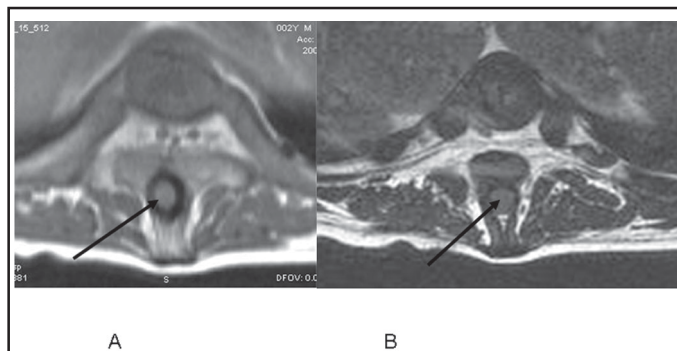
Coupes IRM transversales en T1 (A) et T2 (B) au niveau de Th 10. La moelle épinière est visible dans le canal rachidien délimité par l'arc neural (flèches). Les racines et un cordon central résiduel sont présents dans un espace graisseux similaire à l'espace épidural, entre le corps vertébral et l'arc. Le *spina bifida occulta* est bien démontré.
